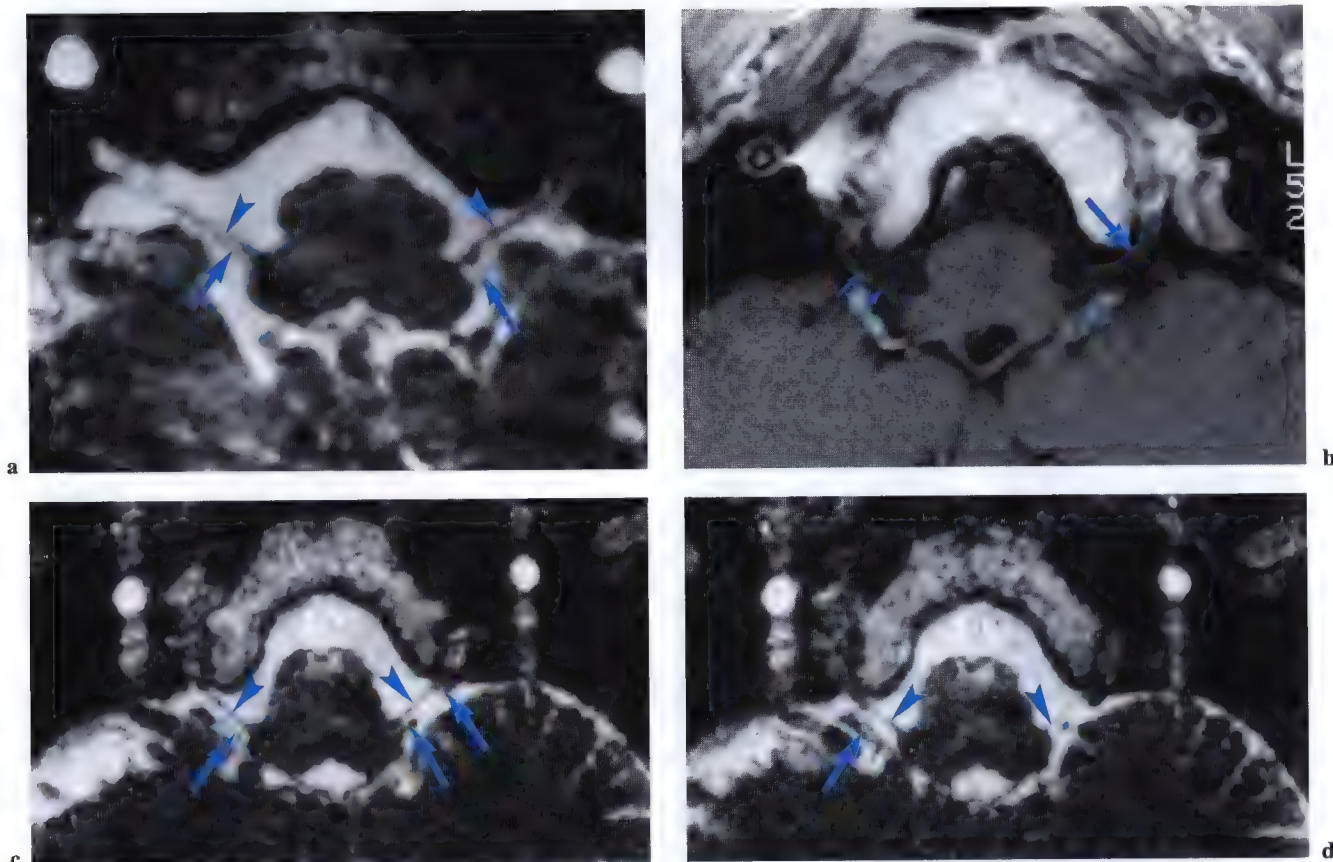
a – d. Imagerie par résonance magnétique (IRM) axiale pour le nerf vague (X) (flèche); nerf accessoire (XI) (petites flèches); nerf glosso-pharyngien (IX) (tête de flèche). (IRM: Dr. J.W. Casselman A.Z. St Jan, Bruges, Belgique)
